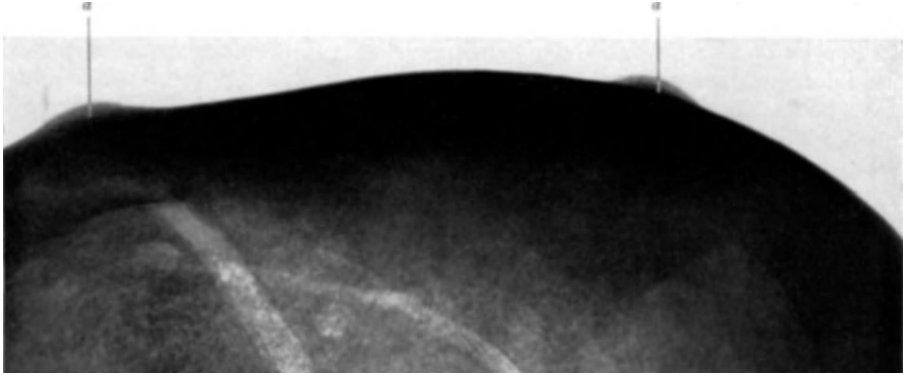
Exostosen des Schädeldachs der Abb. 93 im Röntgenbild. Deutliche Abgrenzung (a) zwischen Exostose und ursprünglicher Knochenoberfläche. Am Original ist da eine feine Linie sichtbar.
